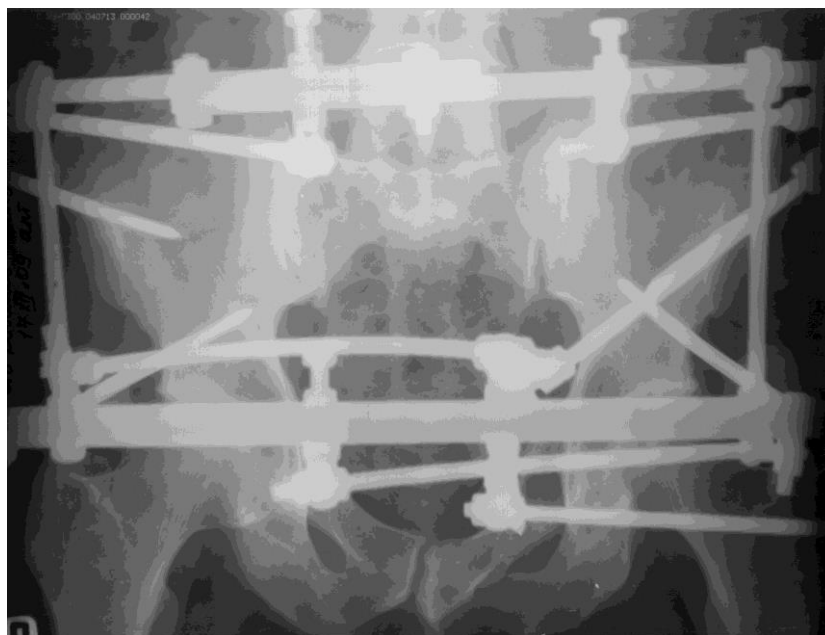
фотовідбиток з рентгенограми того ж хворого після стабілізації таза з використанням АЗФ
